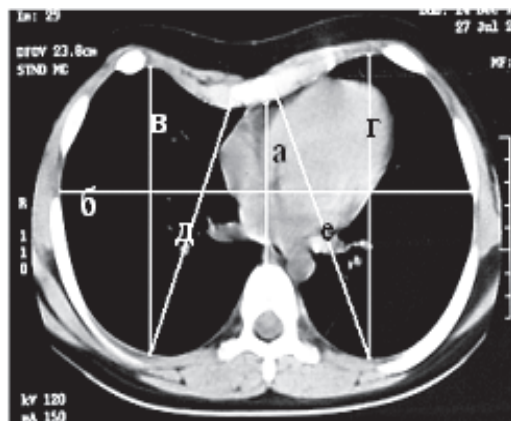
Торакометрические показатели компьютерной томографии.
